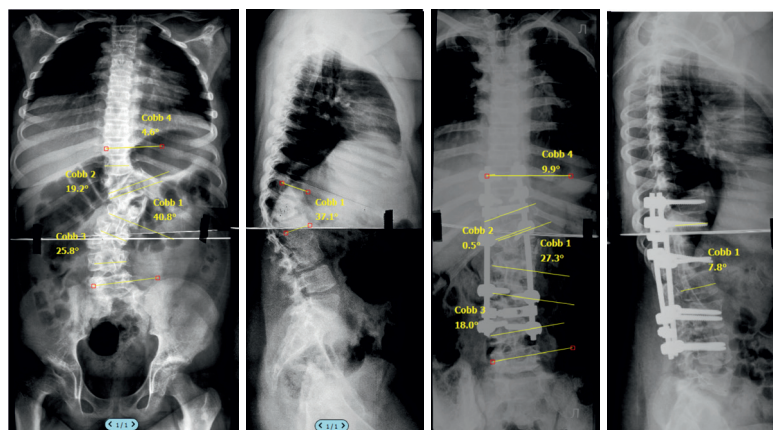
Рентгенограммы пациентки 11 лет с врожденным прогрессирующим кифосколиозом на фоне асимметричного бабочковидного позвонка Th11, комплектного заднебокового несегментированного полупозвонка L1 слева и сверхкомплектного полностью сегментированного полупозвонка L4 справа. Педикулярным доступом выполнена экстирпация асимметричного бабочковидного позвонка Th11, комплектного полупозвонка L1 слева и сверхкомплектного L4 полупозвонка справа. Коррекция и стабилизация системой ТПФ. Локальный спондилодез 360° Th10-L2, L4-5.
